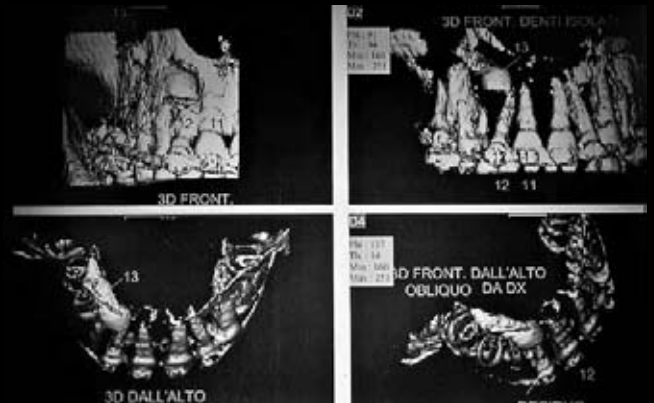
Ricostruzione tridimensionale ottenuta da tomografia computerizzata che mostra la posizione trasversale e vestibolare dell'incluso.
